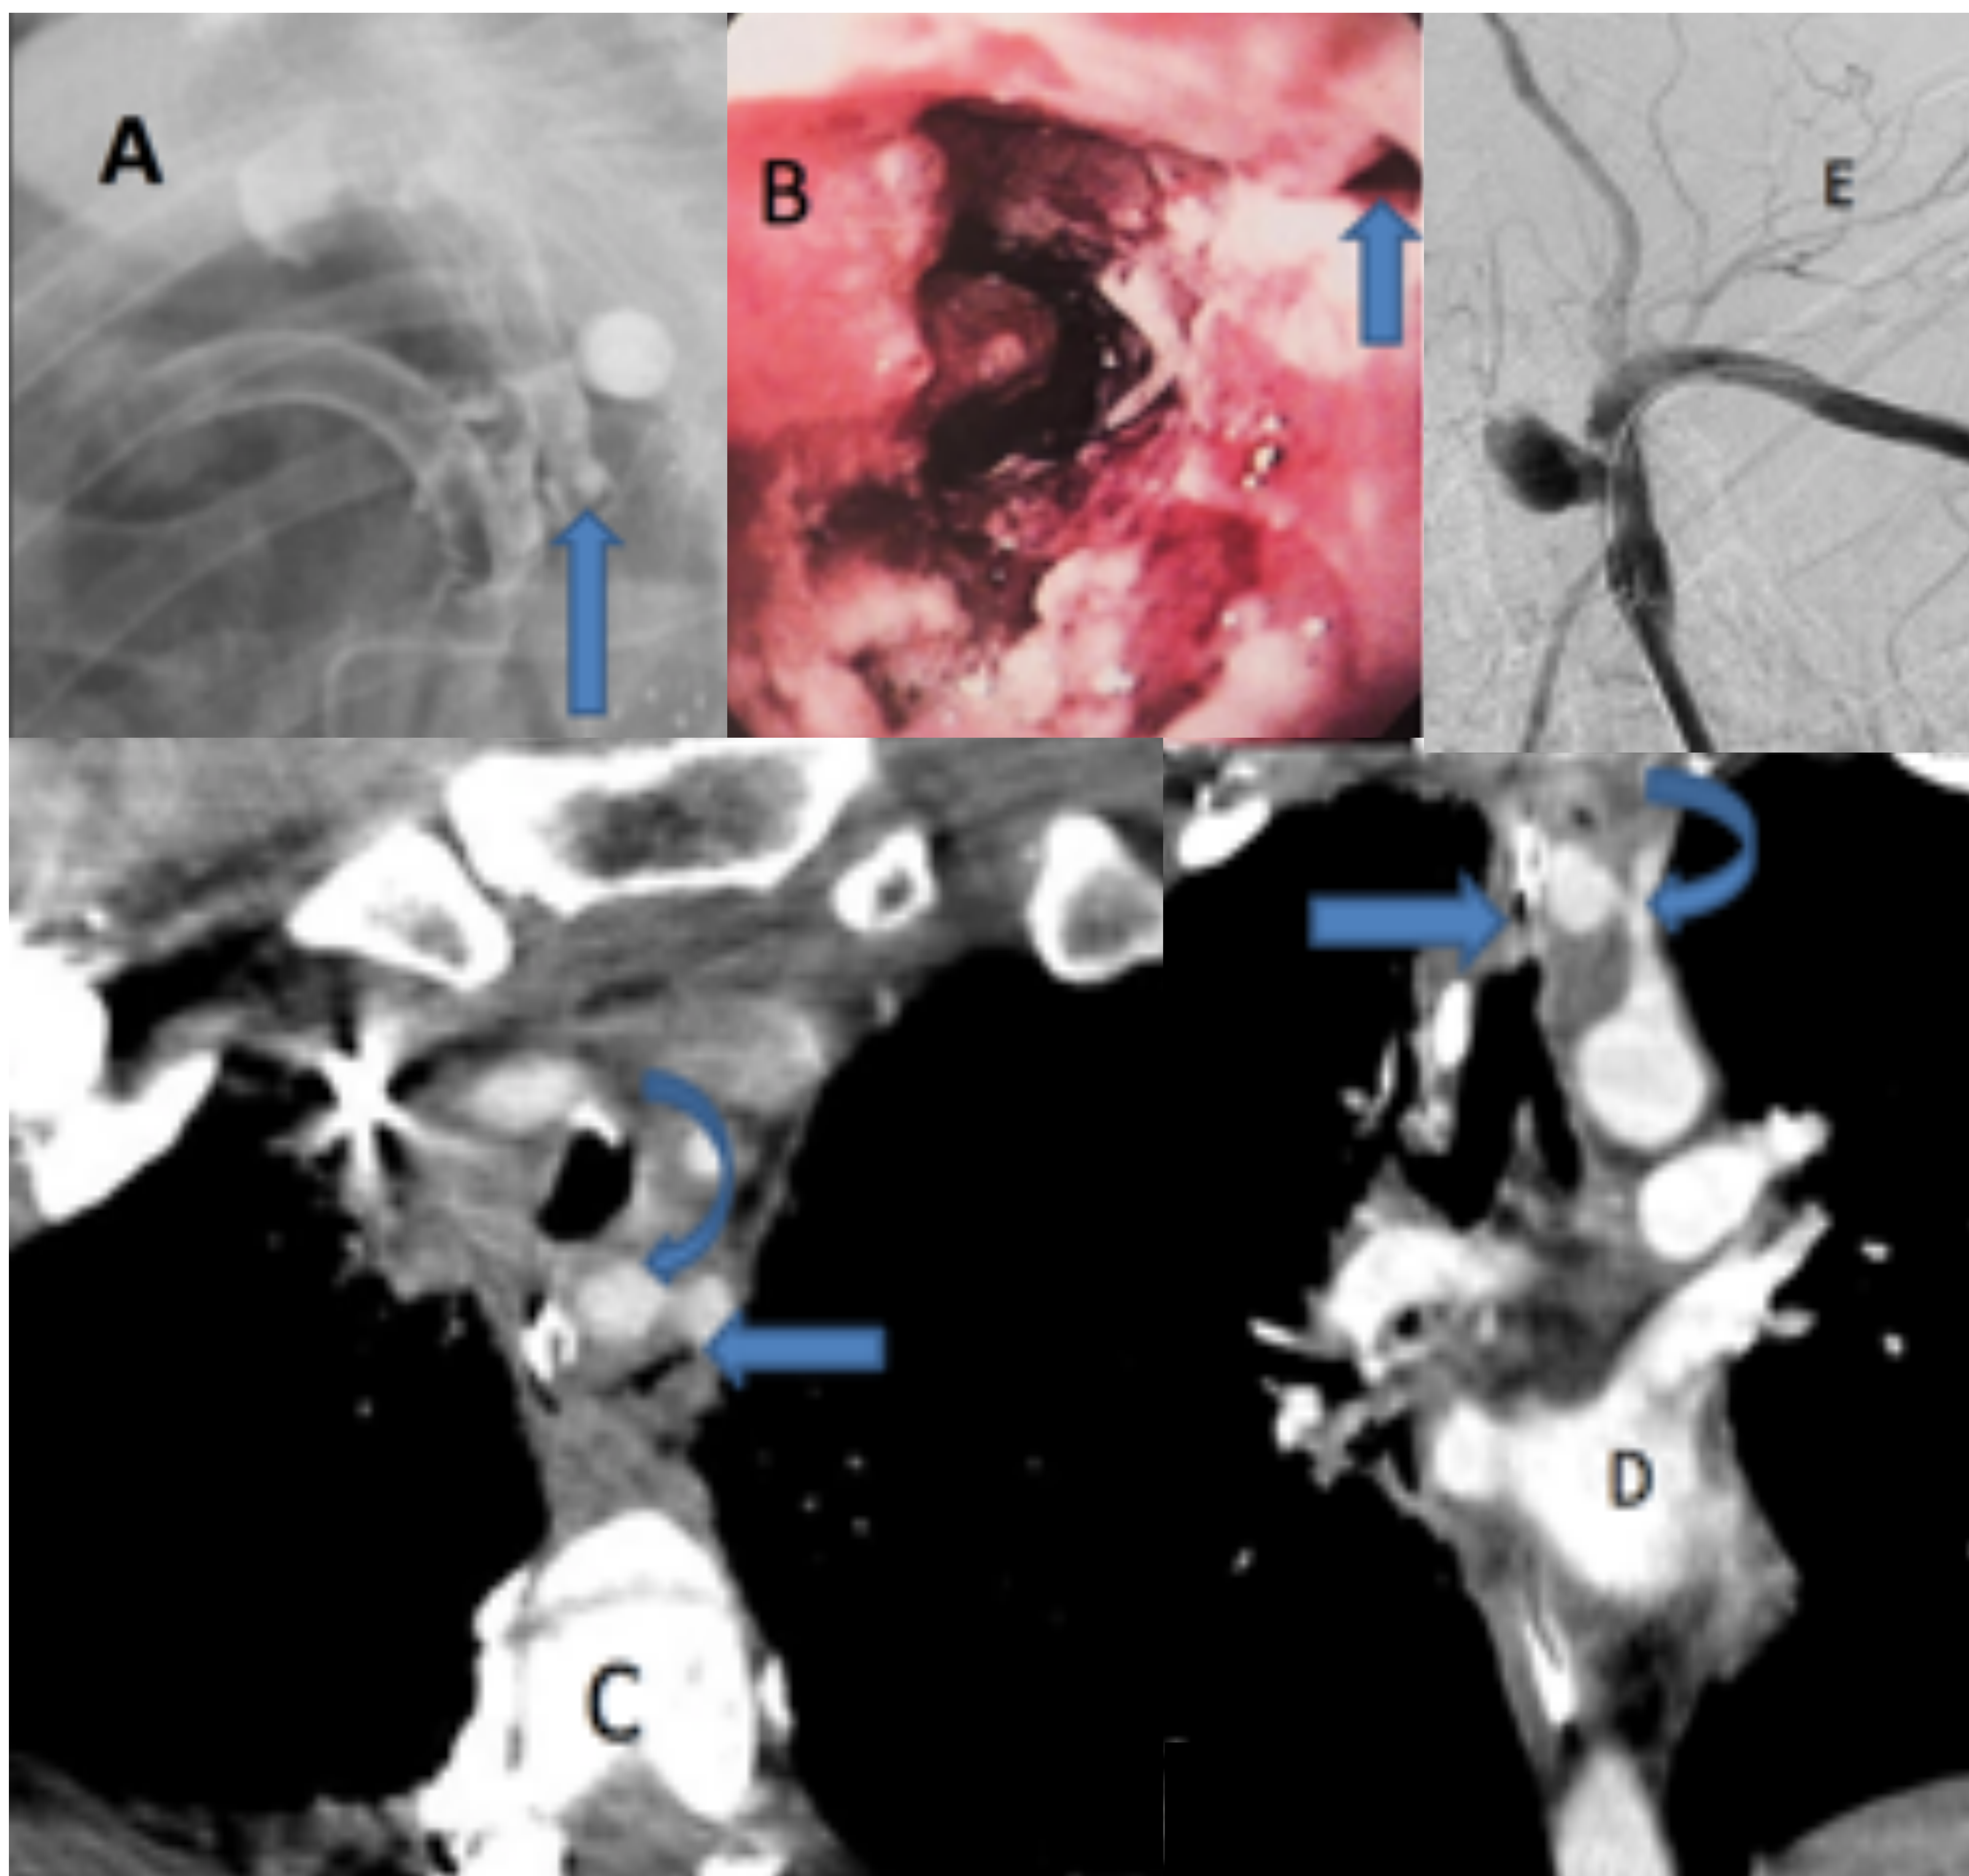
Esofagitis por radioterapia. Fístula traqueo-esofágica en esofagograma y en endoscopia (A, B, flechas). Imagen axial (C) y coronal (D) de TC muestran la fístula traqueo-esofágica (flechas rectas) y un pseudoaneurisma de la arteria subclavia izquierda (flechas curvas) que se confirmó en la arteriografía (E).
